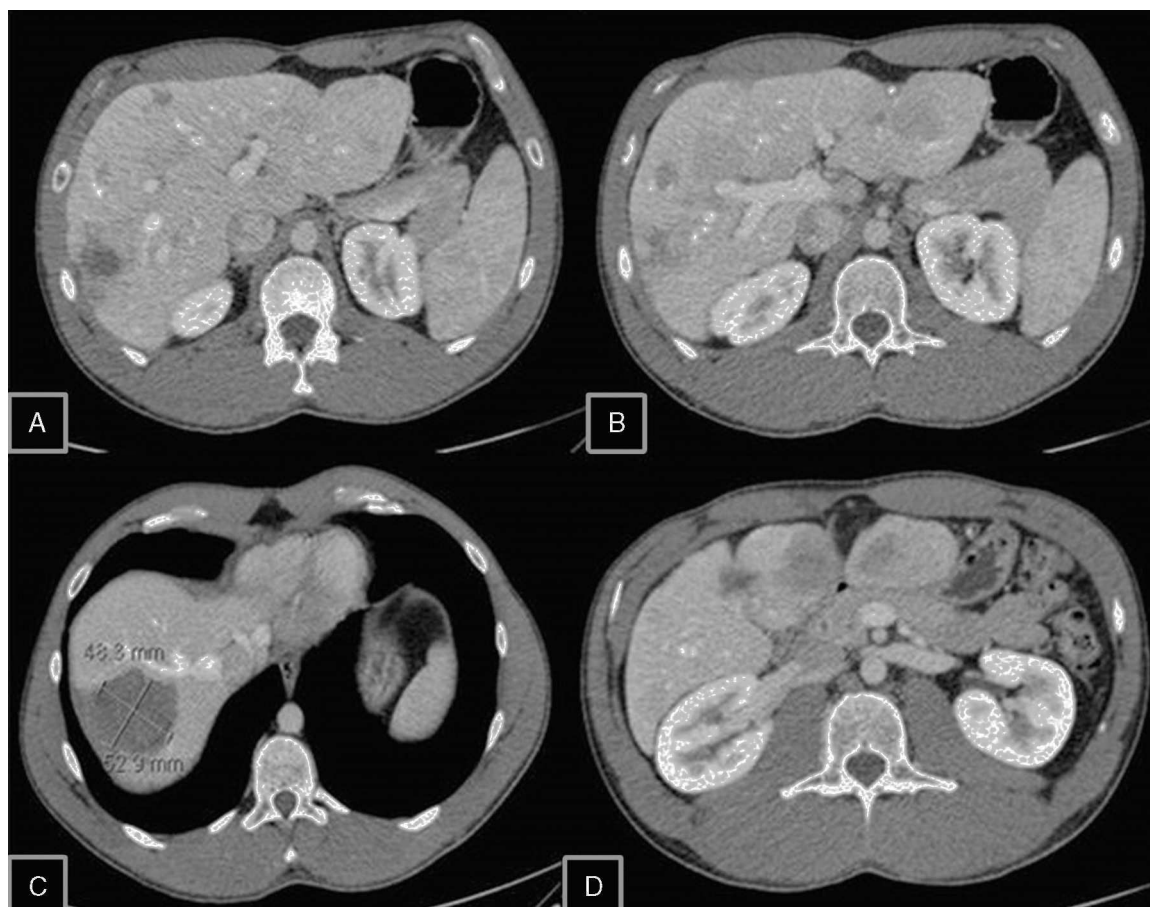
TC de control a los 3 años. A-D) Se aprecia disminución del número, tamaño de los adenomas hepáticos así como un cambio de su densidad. C) Disminución del tamaño y componente hemorrágico del adenoma del S VIII, sin signos de resangrado. D) Reabsorción parcial del componente quístico del S V.
